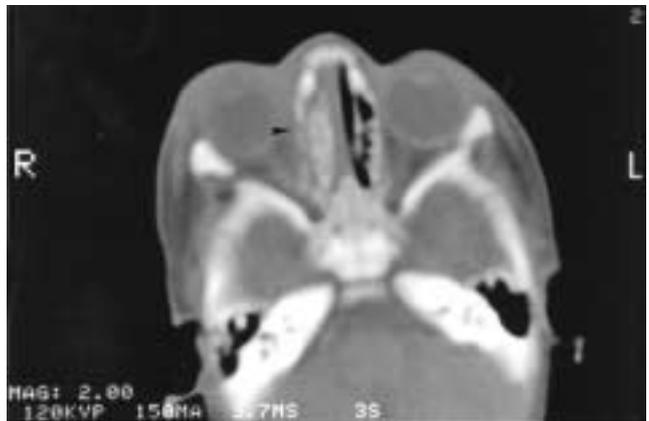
TAC ampliado de base de cráneo que muestra ocupación de seno etmoidal derecho sin afectación de cavidad orbitaria.
